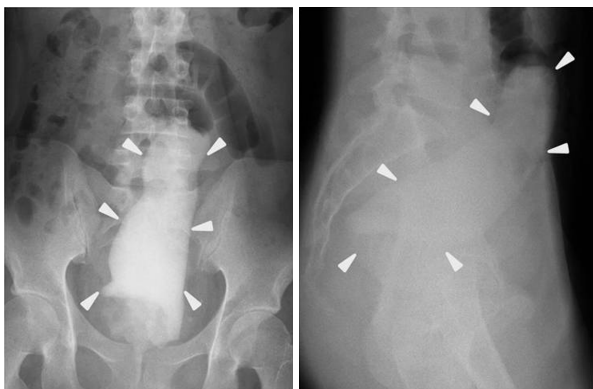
腹部単純X線：17×6cmの石膏を認め、側面像では口側はL5上縁まで存在した。
